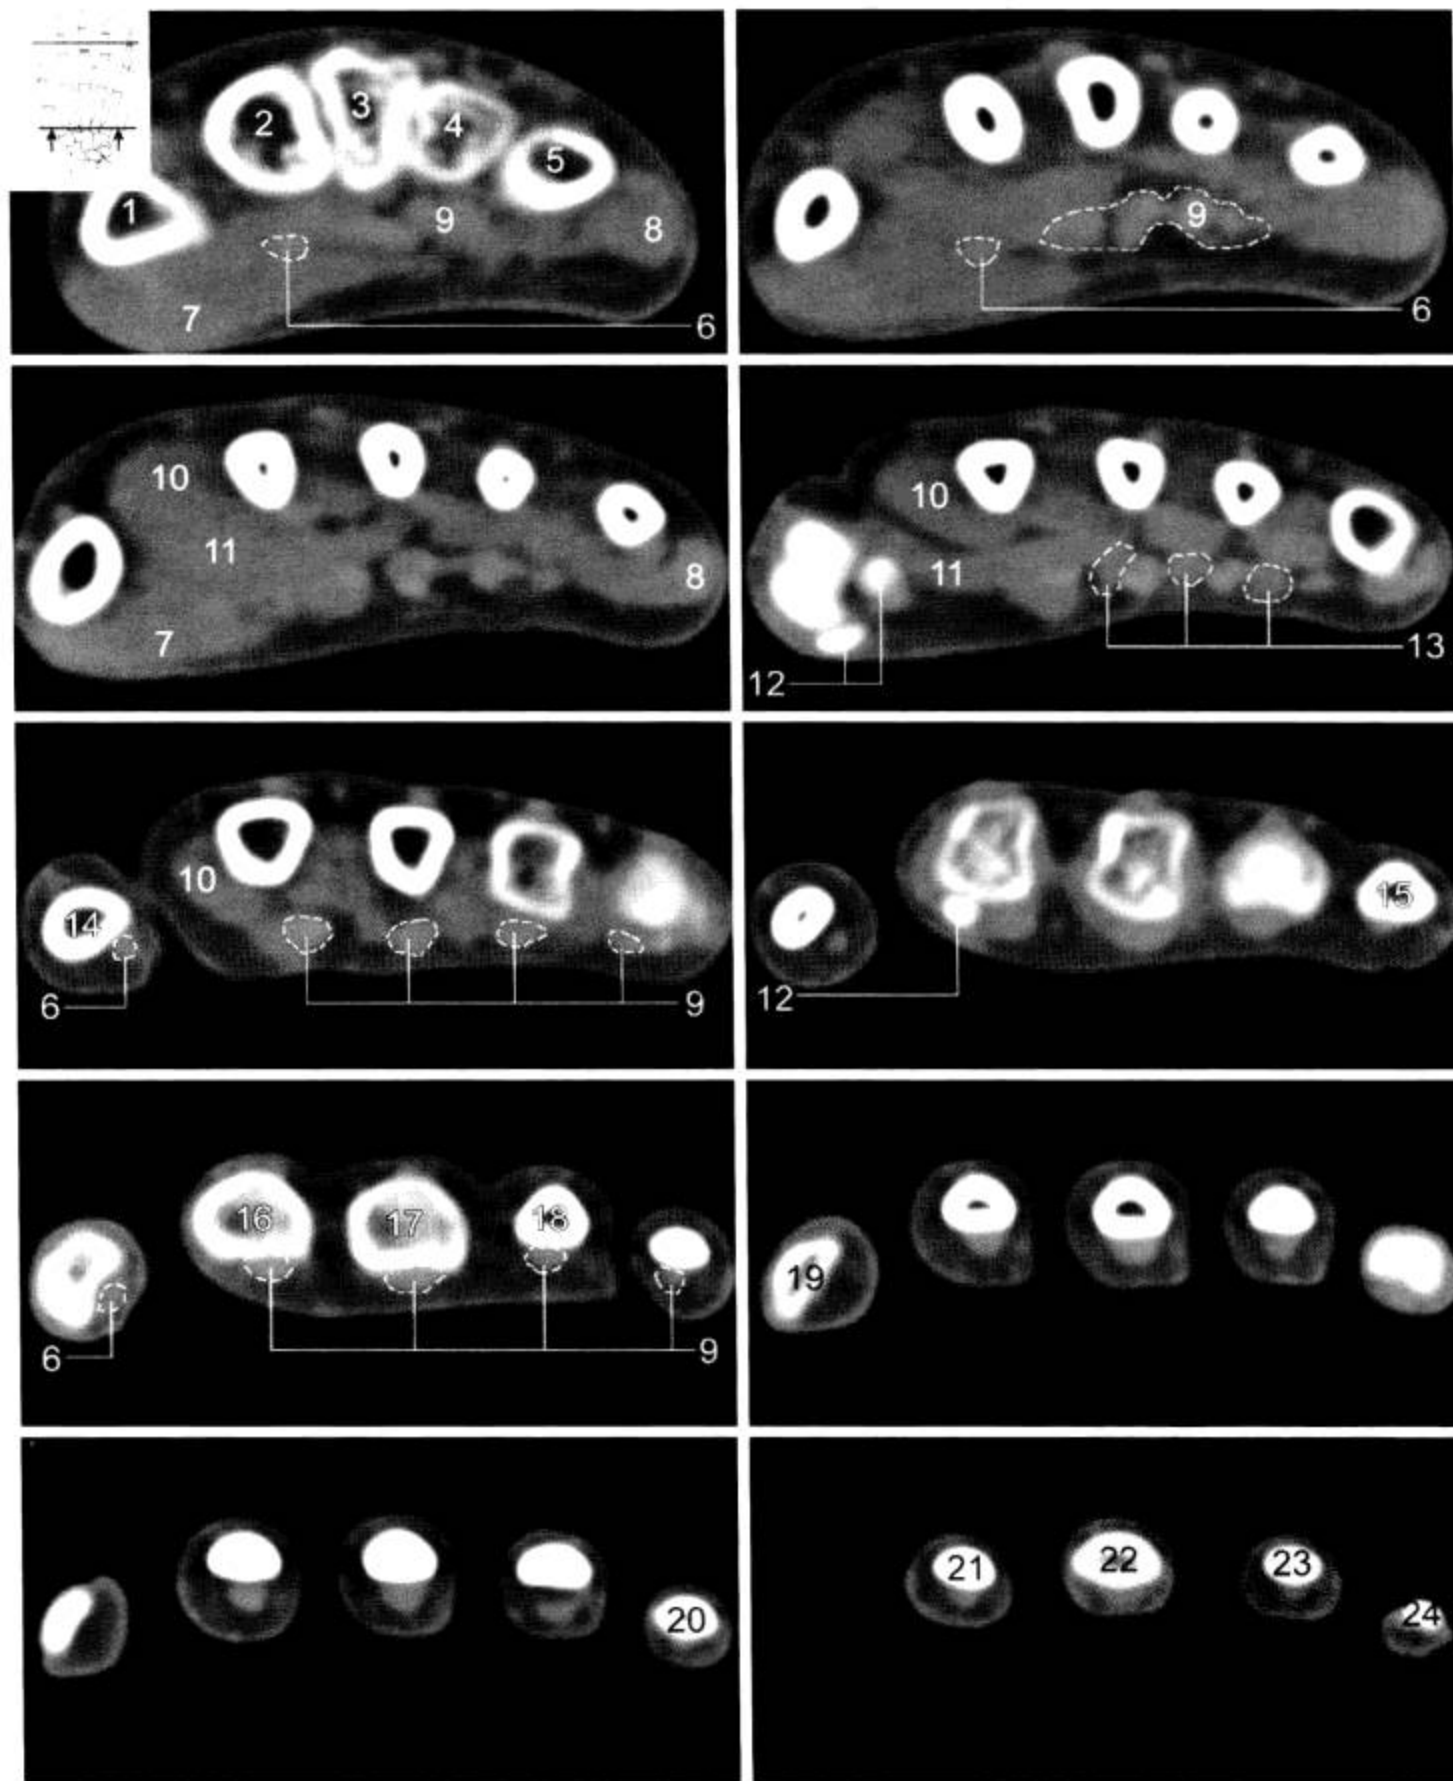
手 CT 横断面 (窗宽 1 500 Hu, 窗位 150 Hu)
